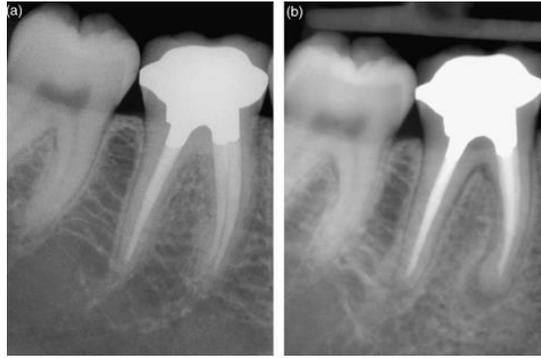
Nueva lesión periapical desarrollada en un primer molar inferior después de un tratamiento de conductos. <sup>62</sup>
